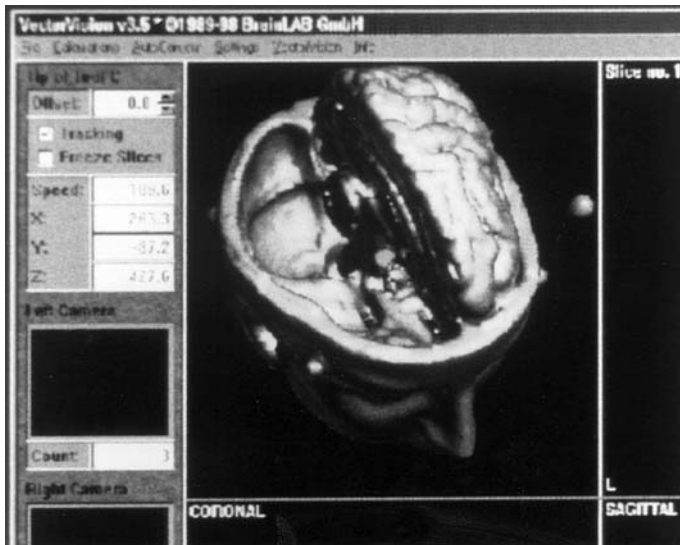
▲ Dreidimensionale Rekonstruktion anhand der Computertomographie mittels Neuronavigation
